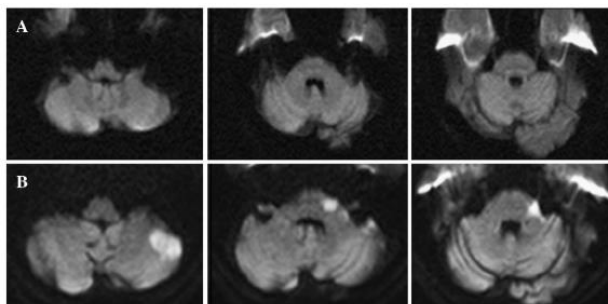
A. Diffusion-weighted MRIs are normal on initial presentation. B. Follow-up diffusion-weighted MRI demonstrate acute infarctions in the left lateral pons, left middle cerebellar peduncle, and inferolateral cerebellum (from Lee H, Kim H-J, Koo J-W, Kim Js, 2009).
